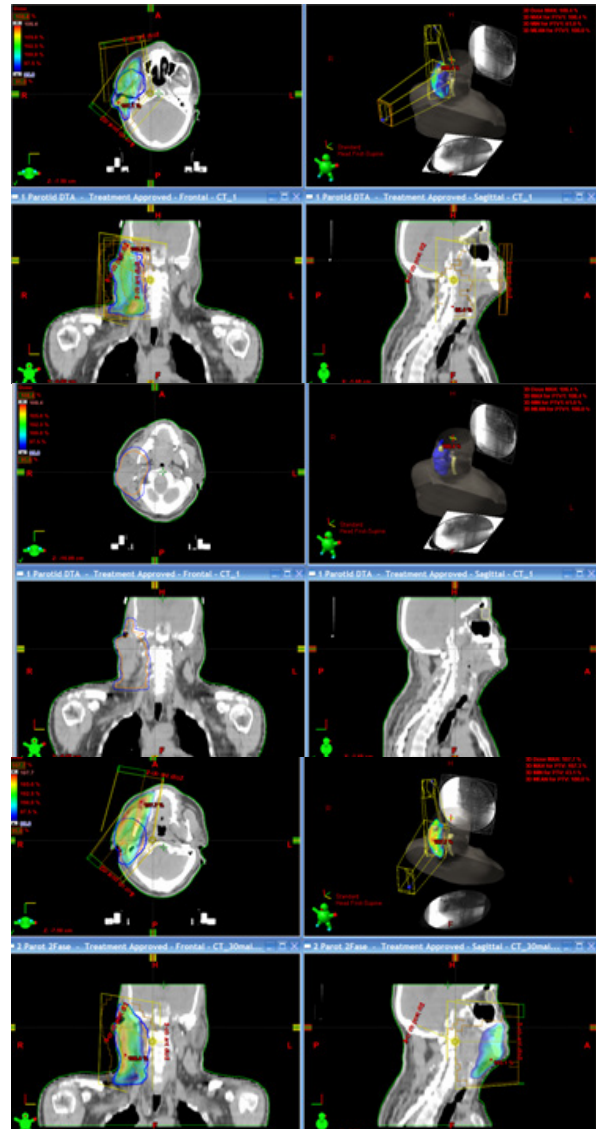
Planeamento da RT do doente do caso clínico 1 com base nas imagens de PET/CT com FDG-F18 e FMISO-F18.
